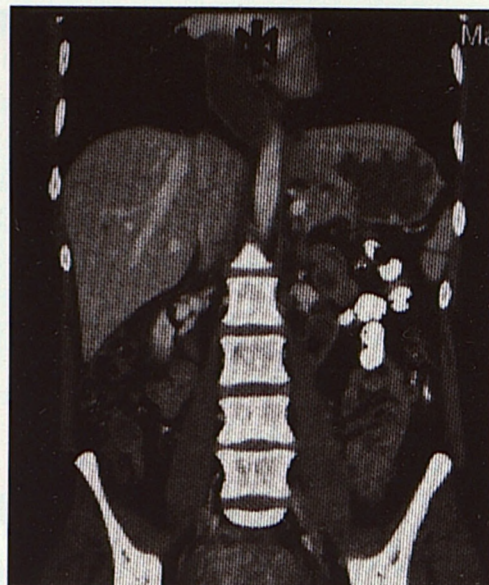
Мультисрезовая компьютерная томография пищевода. Аксиальный срез. Расширение пищевода
